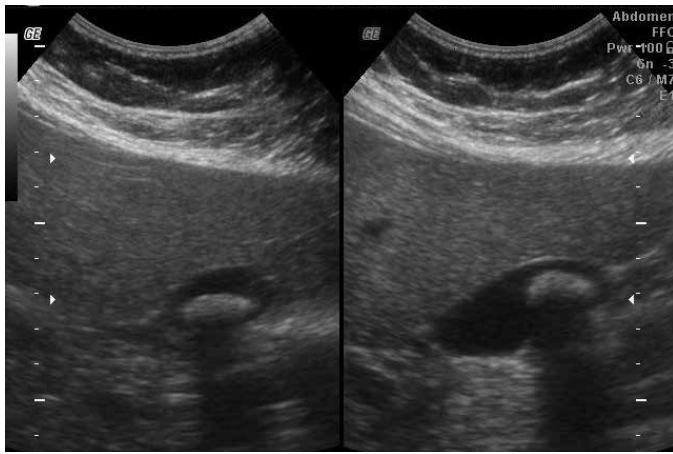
Ultrassonografia bidimensional demonstrando litíase vesicular.
